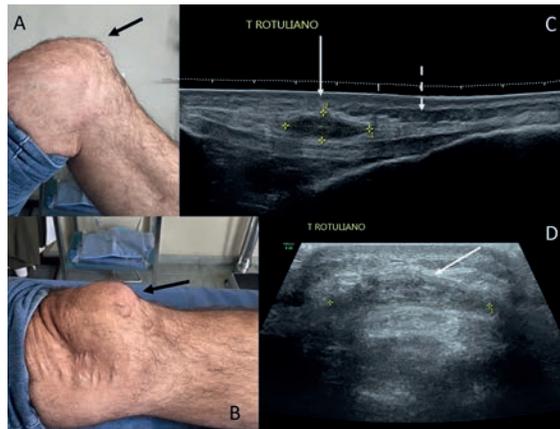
Fotografías clínicas de rodilla izquierda, mostrando aumento de volumen a nivel prepatelar (A y B); imágenes de ultrasonido diagnóstico de rodilla, mostrando presencia de líquido en bursa prepatelar (flecha blanca), y hematoma laminar antiguo (flecha punteada) en zona infrapatelar de rodilla izquierda.
